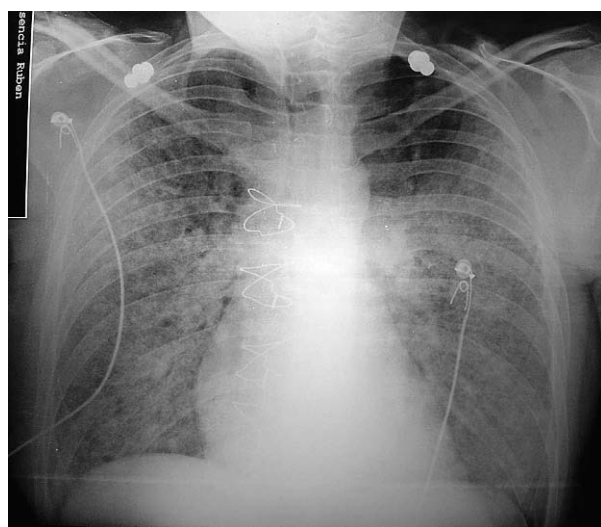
Radiografía de tórax en paciente con afectación intersticial por *Pneumocystis jiroveci* y citomegalovirus.
